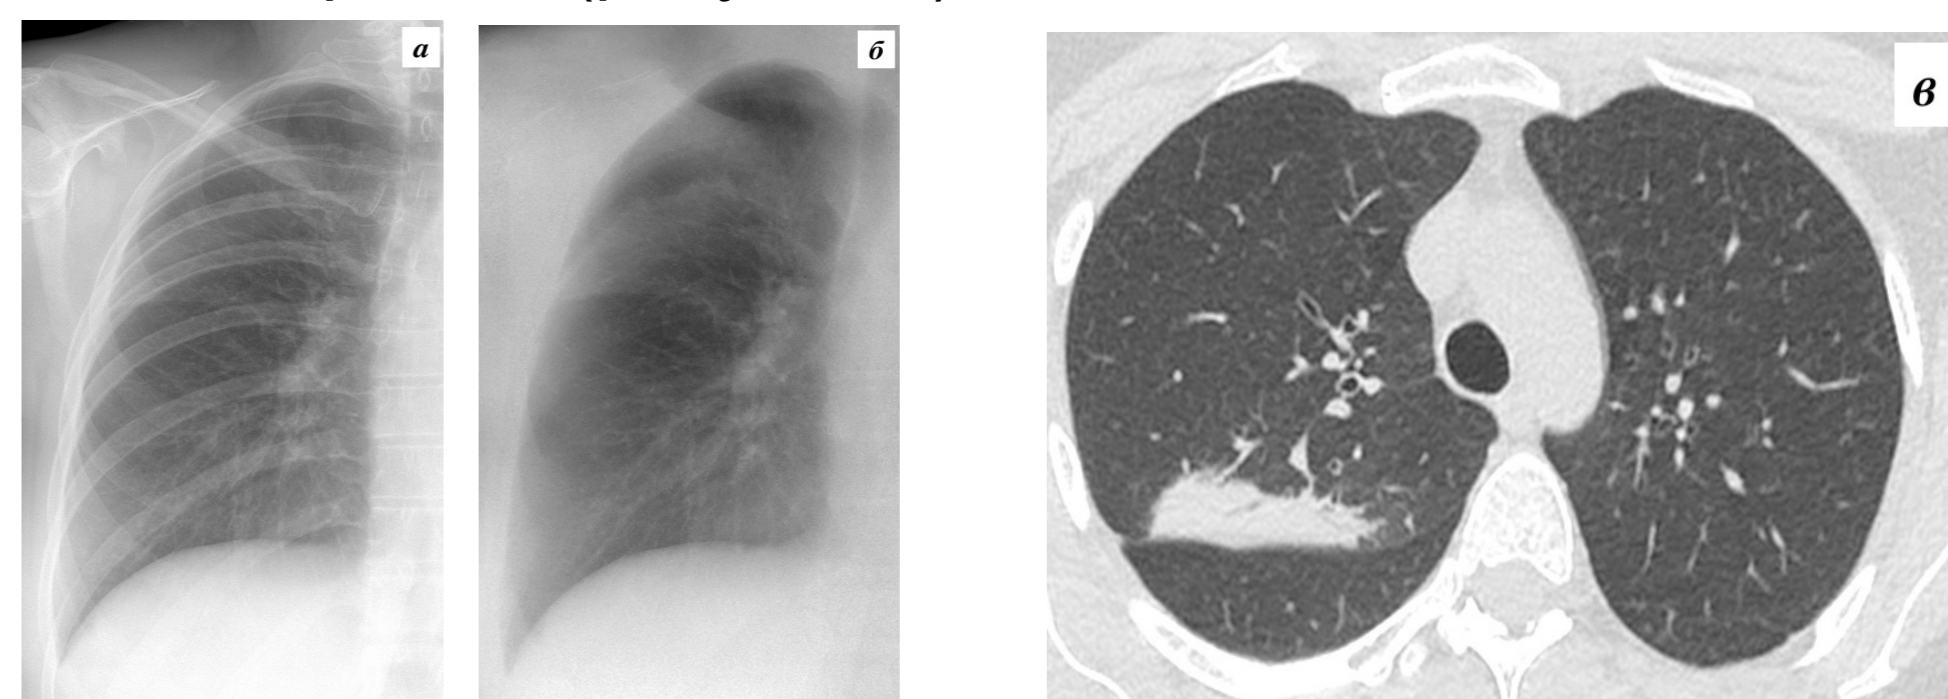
Участок уплотнения легочной ткани по типу консолидации. а- стандартная рентгенограмма, б- костная реконструкция (ДЭР), в- МСКТ.
